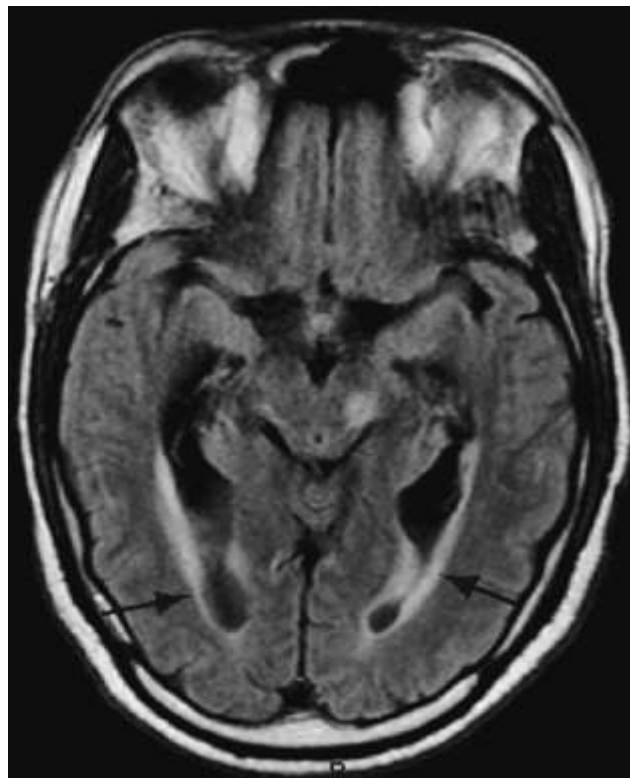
IRM cérébrale séquence FLAIR. Coupe axiale. Aspect épaissi et hypersignal de la paroi des ventricules latéraux (flèches noires): ventriculite.(86)
